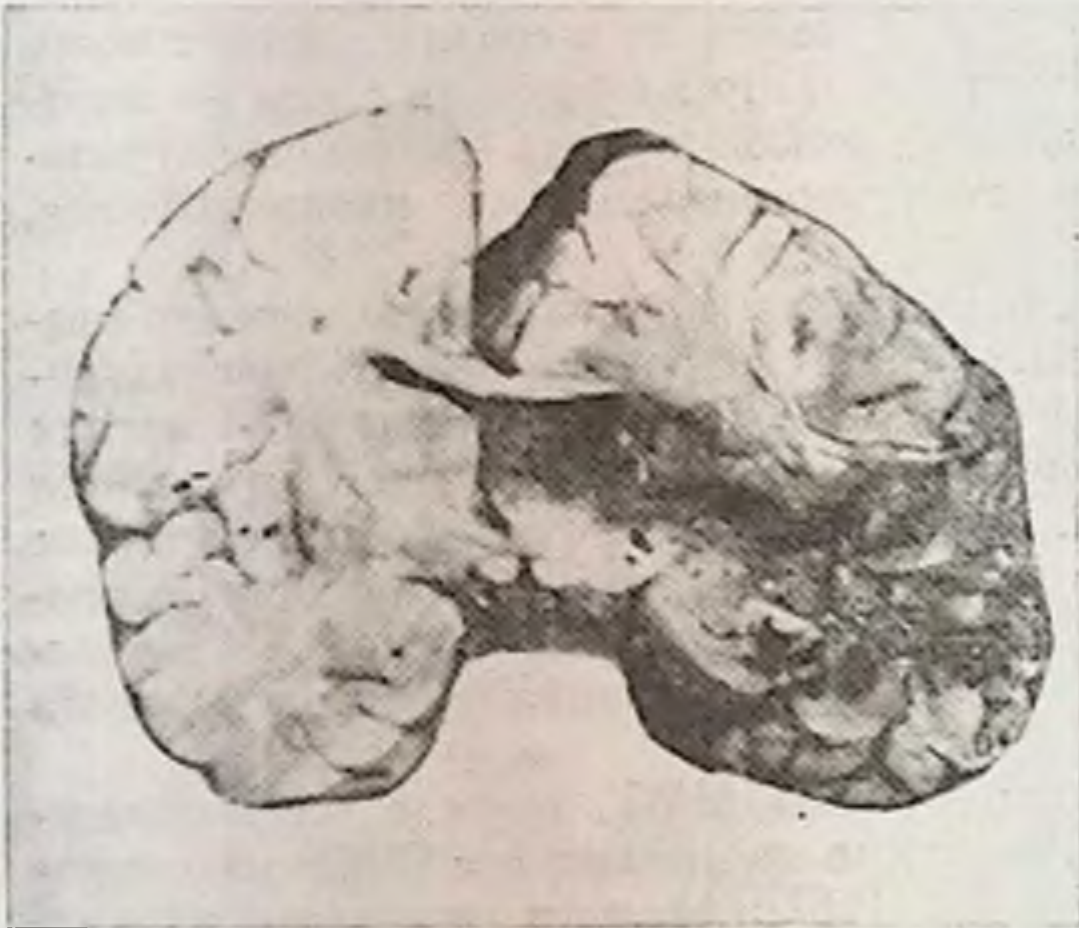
Фронтальный срез мозга. Обширный полюсно-базальный контузионный очаг в лобной и височной долях с размягчением белого вещества и очагами кровоизлияния.
